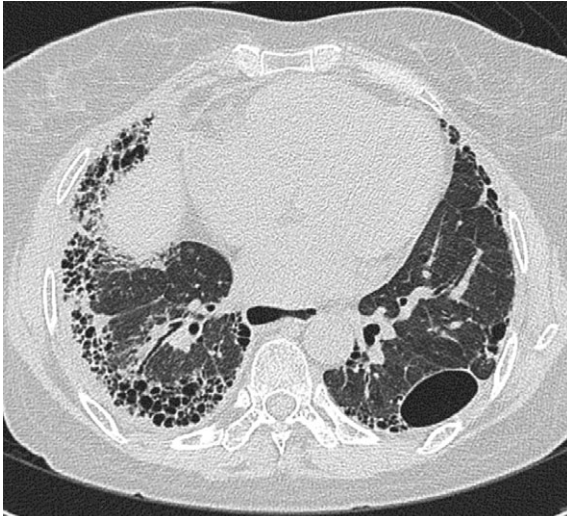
RA with fibrosing alveolitis in a 47-year-old woman. CT scan shows honeycombing, irregular linear hyperattenuating areas in the basal areas of both lungs.
